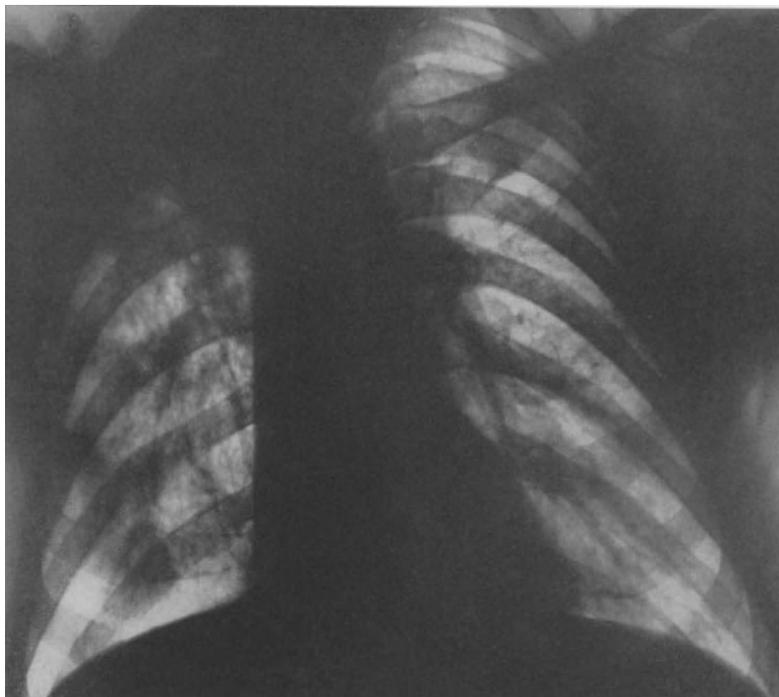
52jähriger Mann. Seit 1948 bekannte produktiv-cirrhotische Tuberkulose des rechten Lungenoberfeldes. Der Patient hat seine Arbeit weiter verrichtet, ohne behandelt zu werden. Röntgenologisch streifig-fleckige Verdichtung des rechten Oberfeldes mit starker Schrumpfung und Hilusraffung. Keine Kavernen nachgewiesen. Auswurf tbk.-positiv. Blutsenkung mäßig beschleunigt
